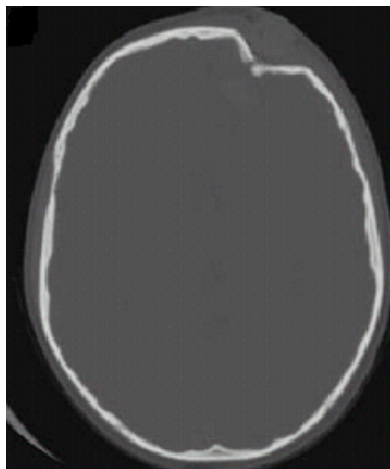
Impressionsfraktur des Os frontale - CT (aus Provenzale J. 2007)
